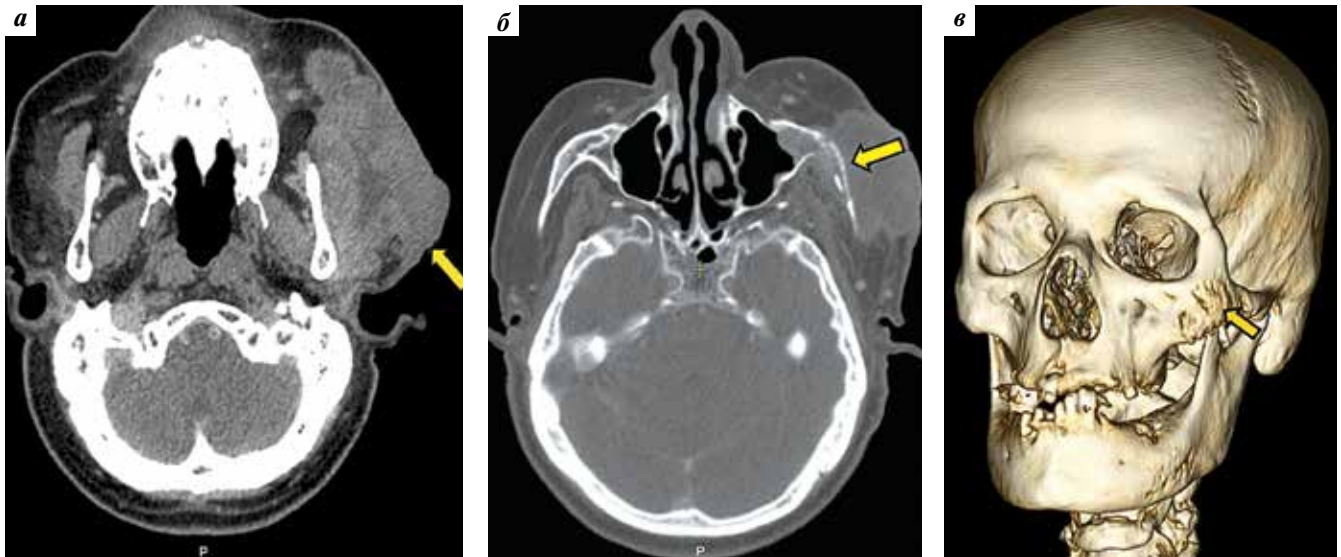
Мультиспиральная компьютерная томография лицевого отдела черепа (аксиальные проекции): а — опухоль максимальными размерами $88 \times 74 \times 41$ мм; б — признаки деструкции левой скуловой кости (указаны стрелкой); в — 3D-реконструкция черепа (поражение скуловой кости указано стрелкой)
